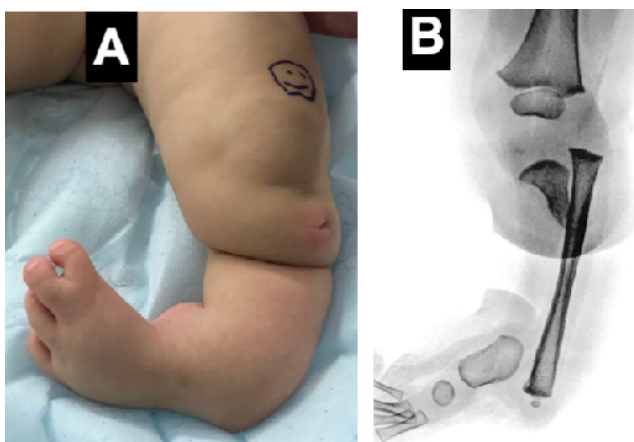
Hemimelia Tibial A) Aspecto clínico B) Radiografía de pierna
